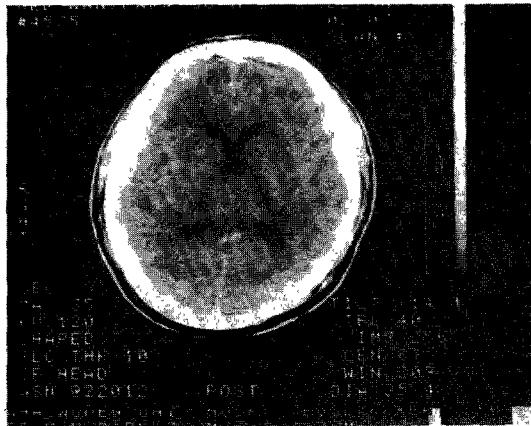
Uninfused CT scans showing delayed intracerebral hematoma, after a previously normal scan.
